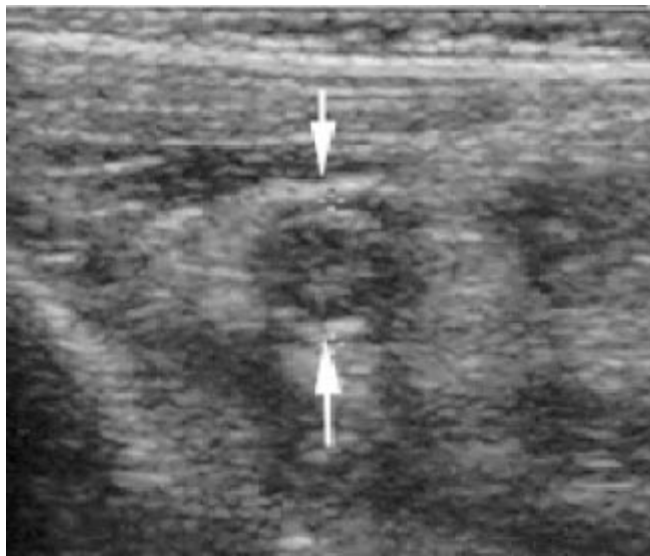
Ultrasonido de apéndice, donde se observa signo de la dona, típico de apendicitis.
